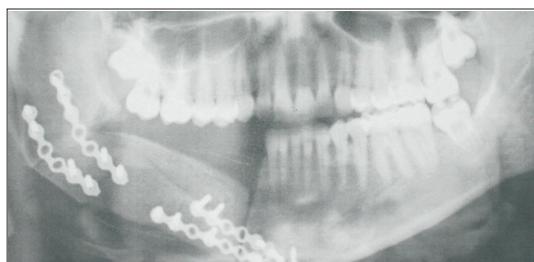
Ортопантомограмма. Дефект нижней челюсти замещен подвздошным костным трансплантатом
